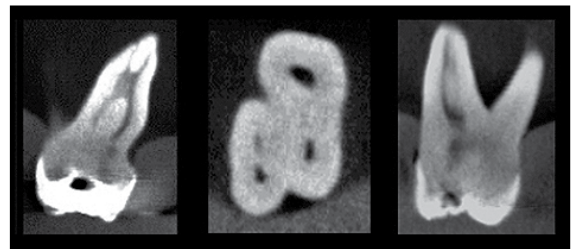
Cortes coronales y axial obtenidos con CBCT en el que se observa la presencia de un segundo canal mesiovestibular.
